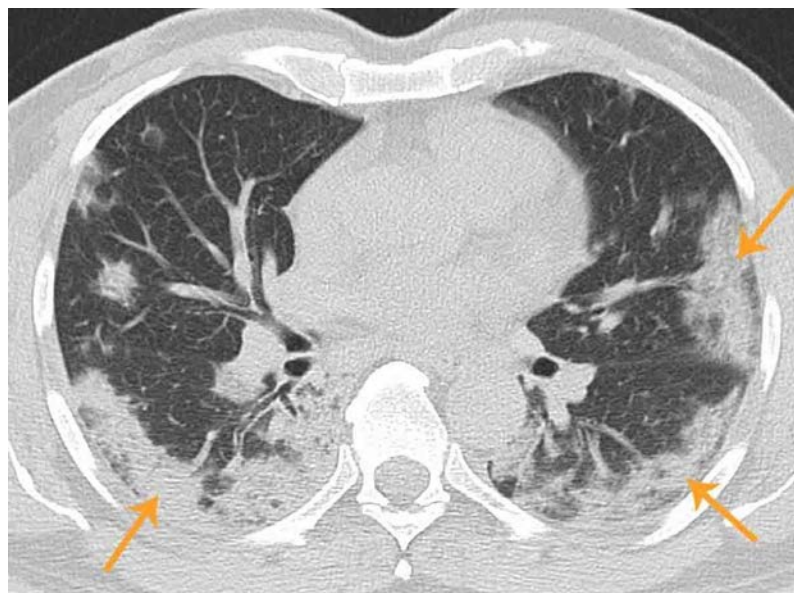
КТ хворого з вірусною пневмонією (Covid-19).
